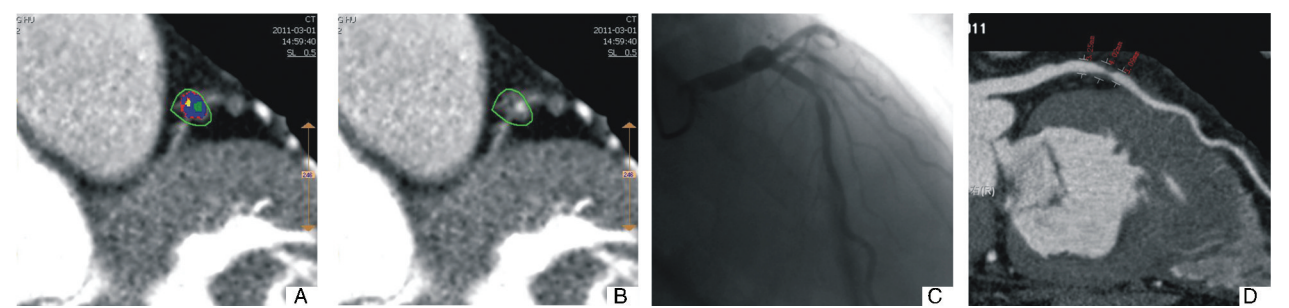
正性重构组 1 例前降支病变 MSCT 及 SCA 图像 A 为 MSCT 切面图像,黄色为 CT 值 20 Hu 以下的脂质,红色为 CT 值 20 Hu 以上的脂质,蓝色为纤维成分,绿色为冠状动脉腔内;B 为 MSCT 切面原始图像;C 为 SCA 影像;D 为 CPR 图。
